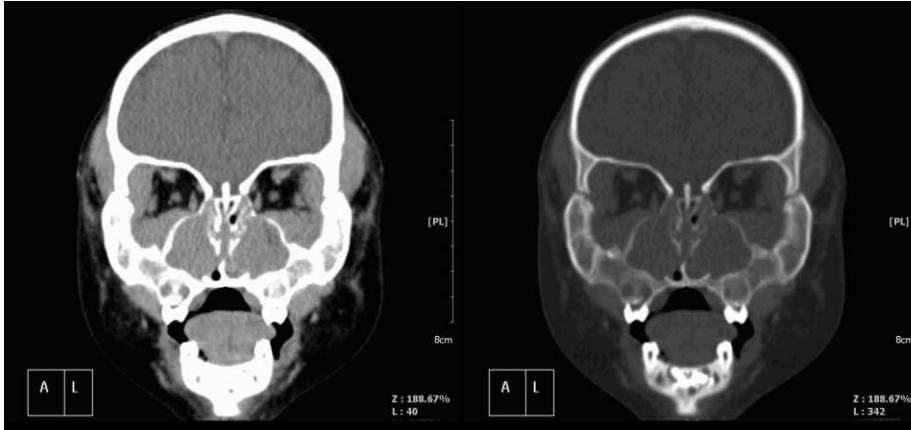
Orbital CT in a 22-month-old boy with bilateral proptosis. (Left) Non-enhanced coronal reformatted CT in a soft tissue window setting demonstrated hyperdense masses in bilateral inferolateral walls of orbits, PNS, maxillae and temporal regions. (Right) Coronal reformatted CT in a bone window setting presented expansion of medullary cavity of frontal bone, maxilla and zygoma and no destruction of bony cortex. Most of skull base including temporal, sphenoid, palatine and ethmoid bones was also involved (not shown).
